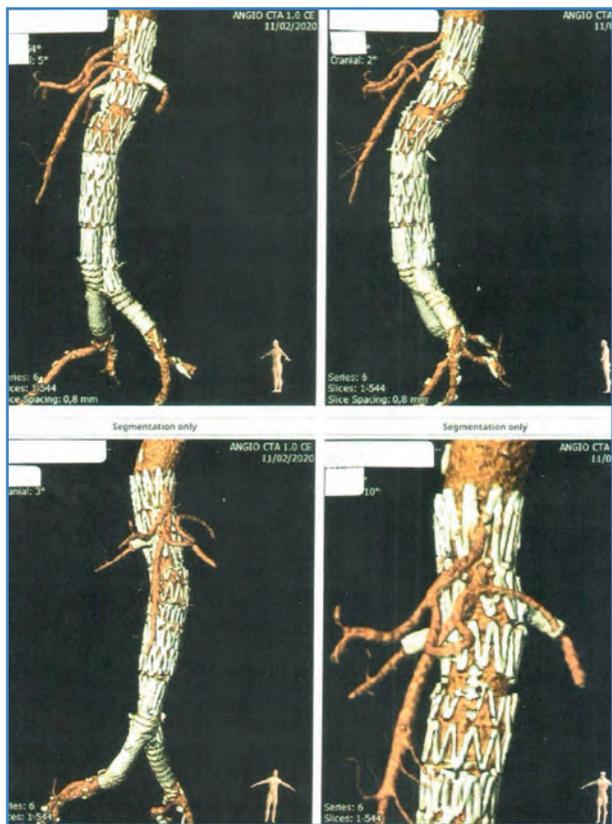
Angio-TAC de control sin hallazgos anormales. Pueden observarse los distintos materiales utilizados. Situación clínica absolutamente normal.
